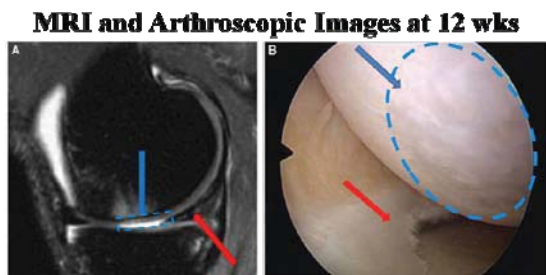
NeoCart® 移植 12 週後の MRI および関節鏡像
